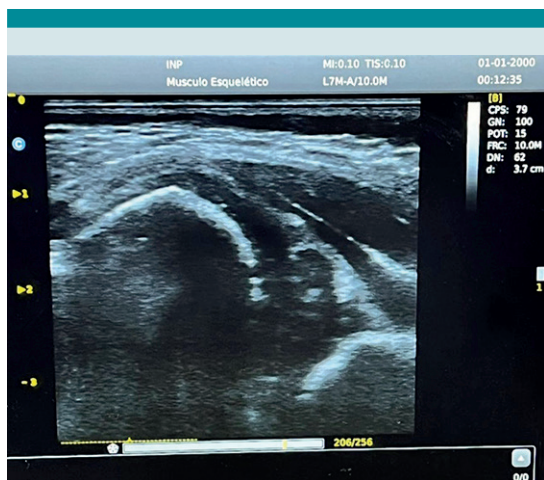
Toma de ultrasonido por método Graf Patológico (cadera luxada con acetábulo no osificado hacia arriba).
